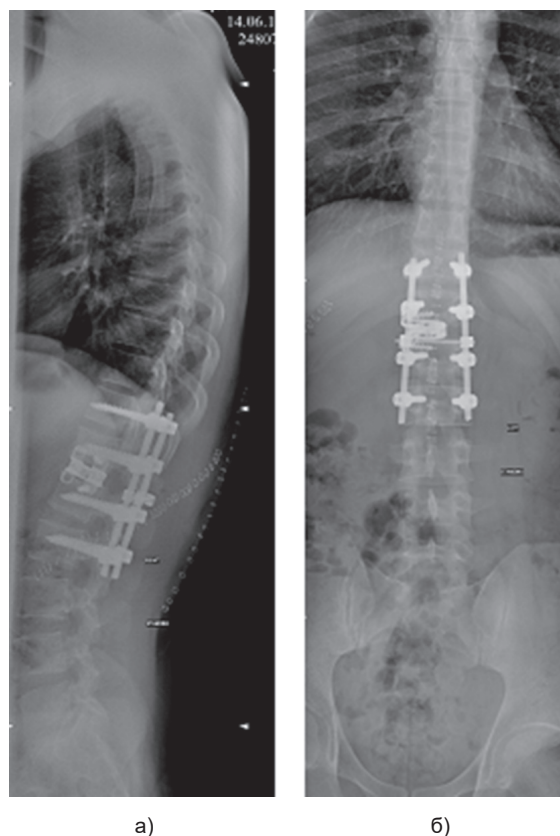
Рентгенограммы больного К. после операции (в положении стоя) в боковой (а) и прямой (б) проекциях
